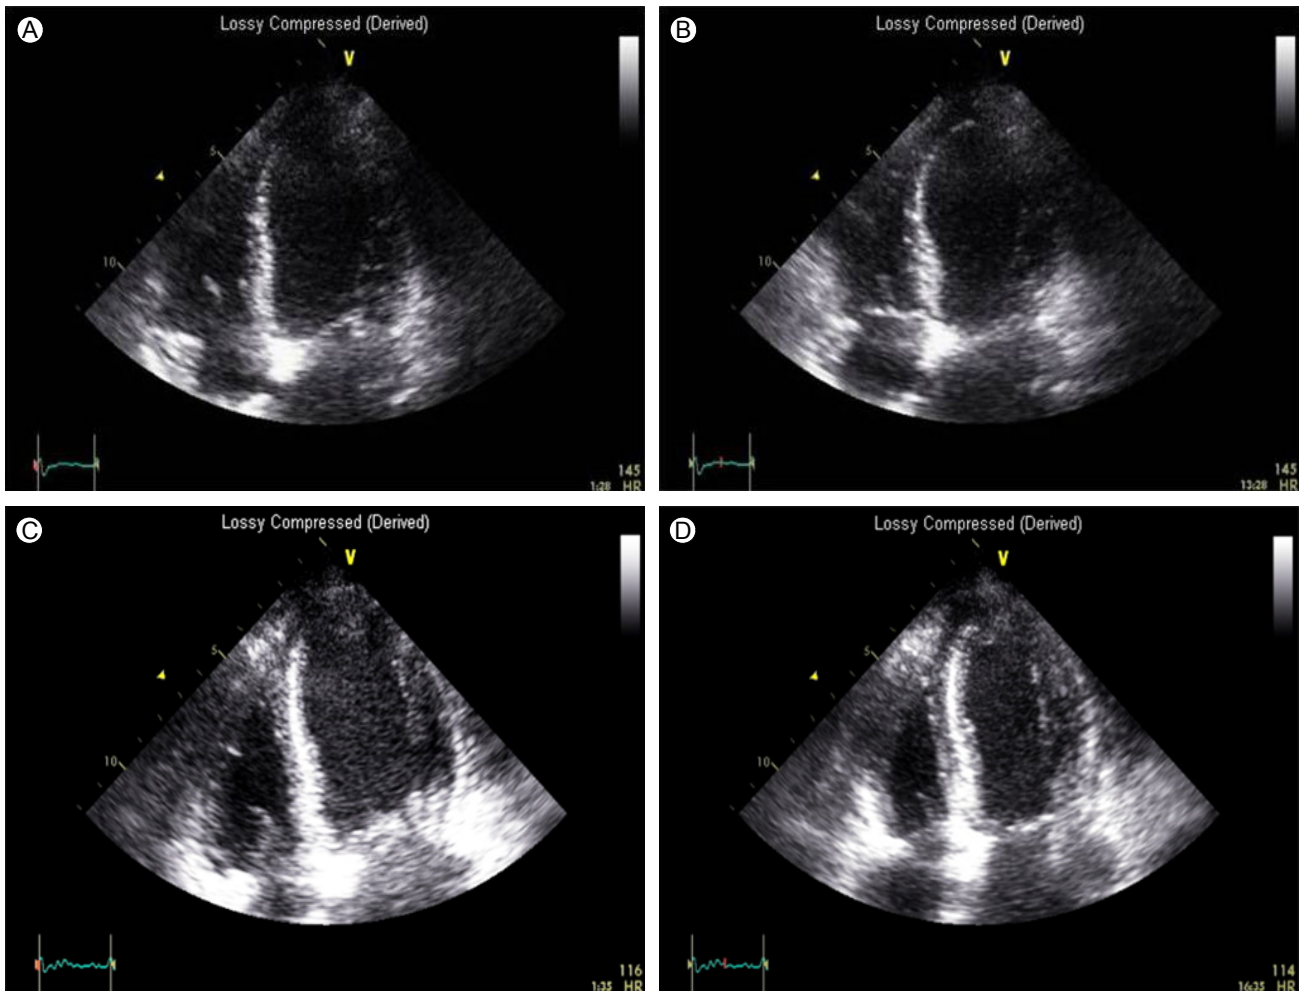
On day 1, transthoracic echocardiograms during end-diastole (A) and end-systole (B) show left ventricular apical ballooning. Follow-up echocardiography on 3 day shows no regional wall motion abnormality in end-diastole (C) or end-systole (D).
